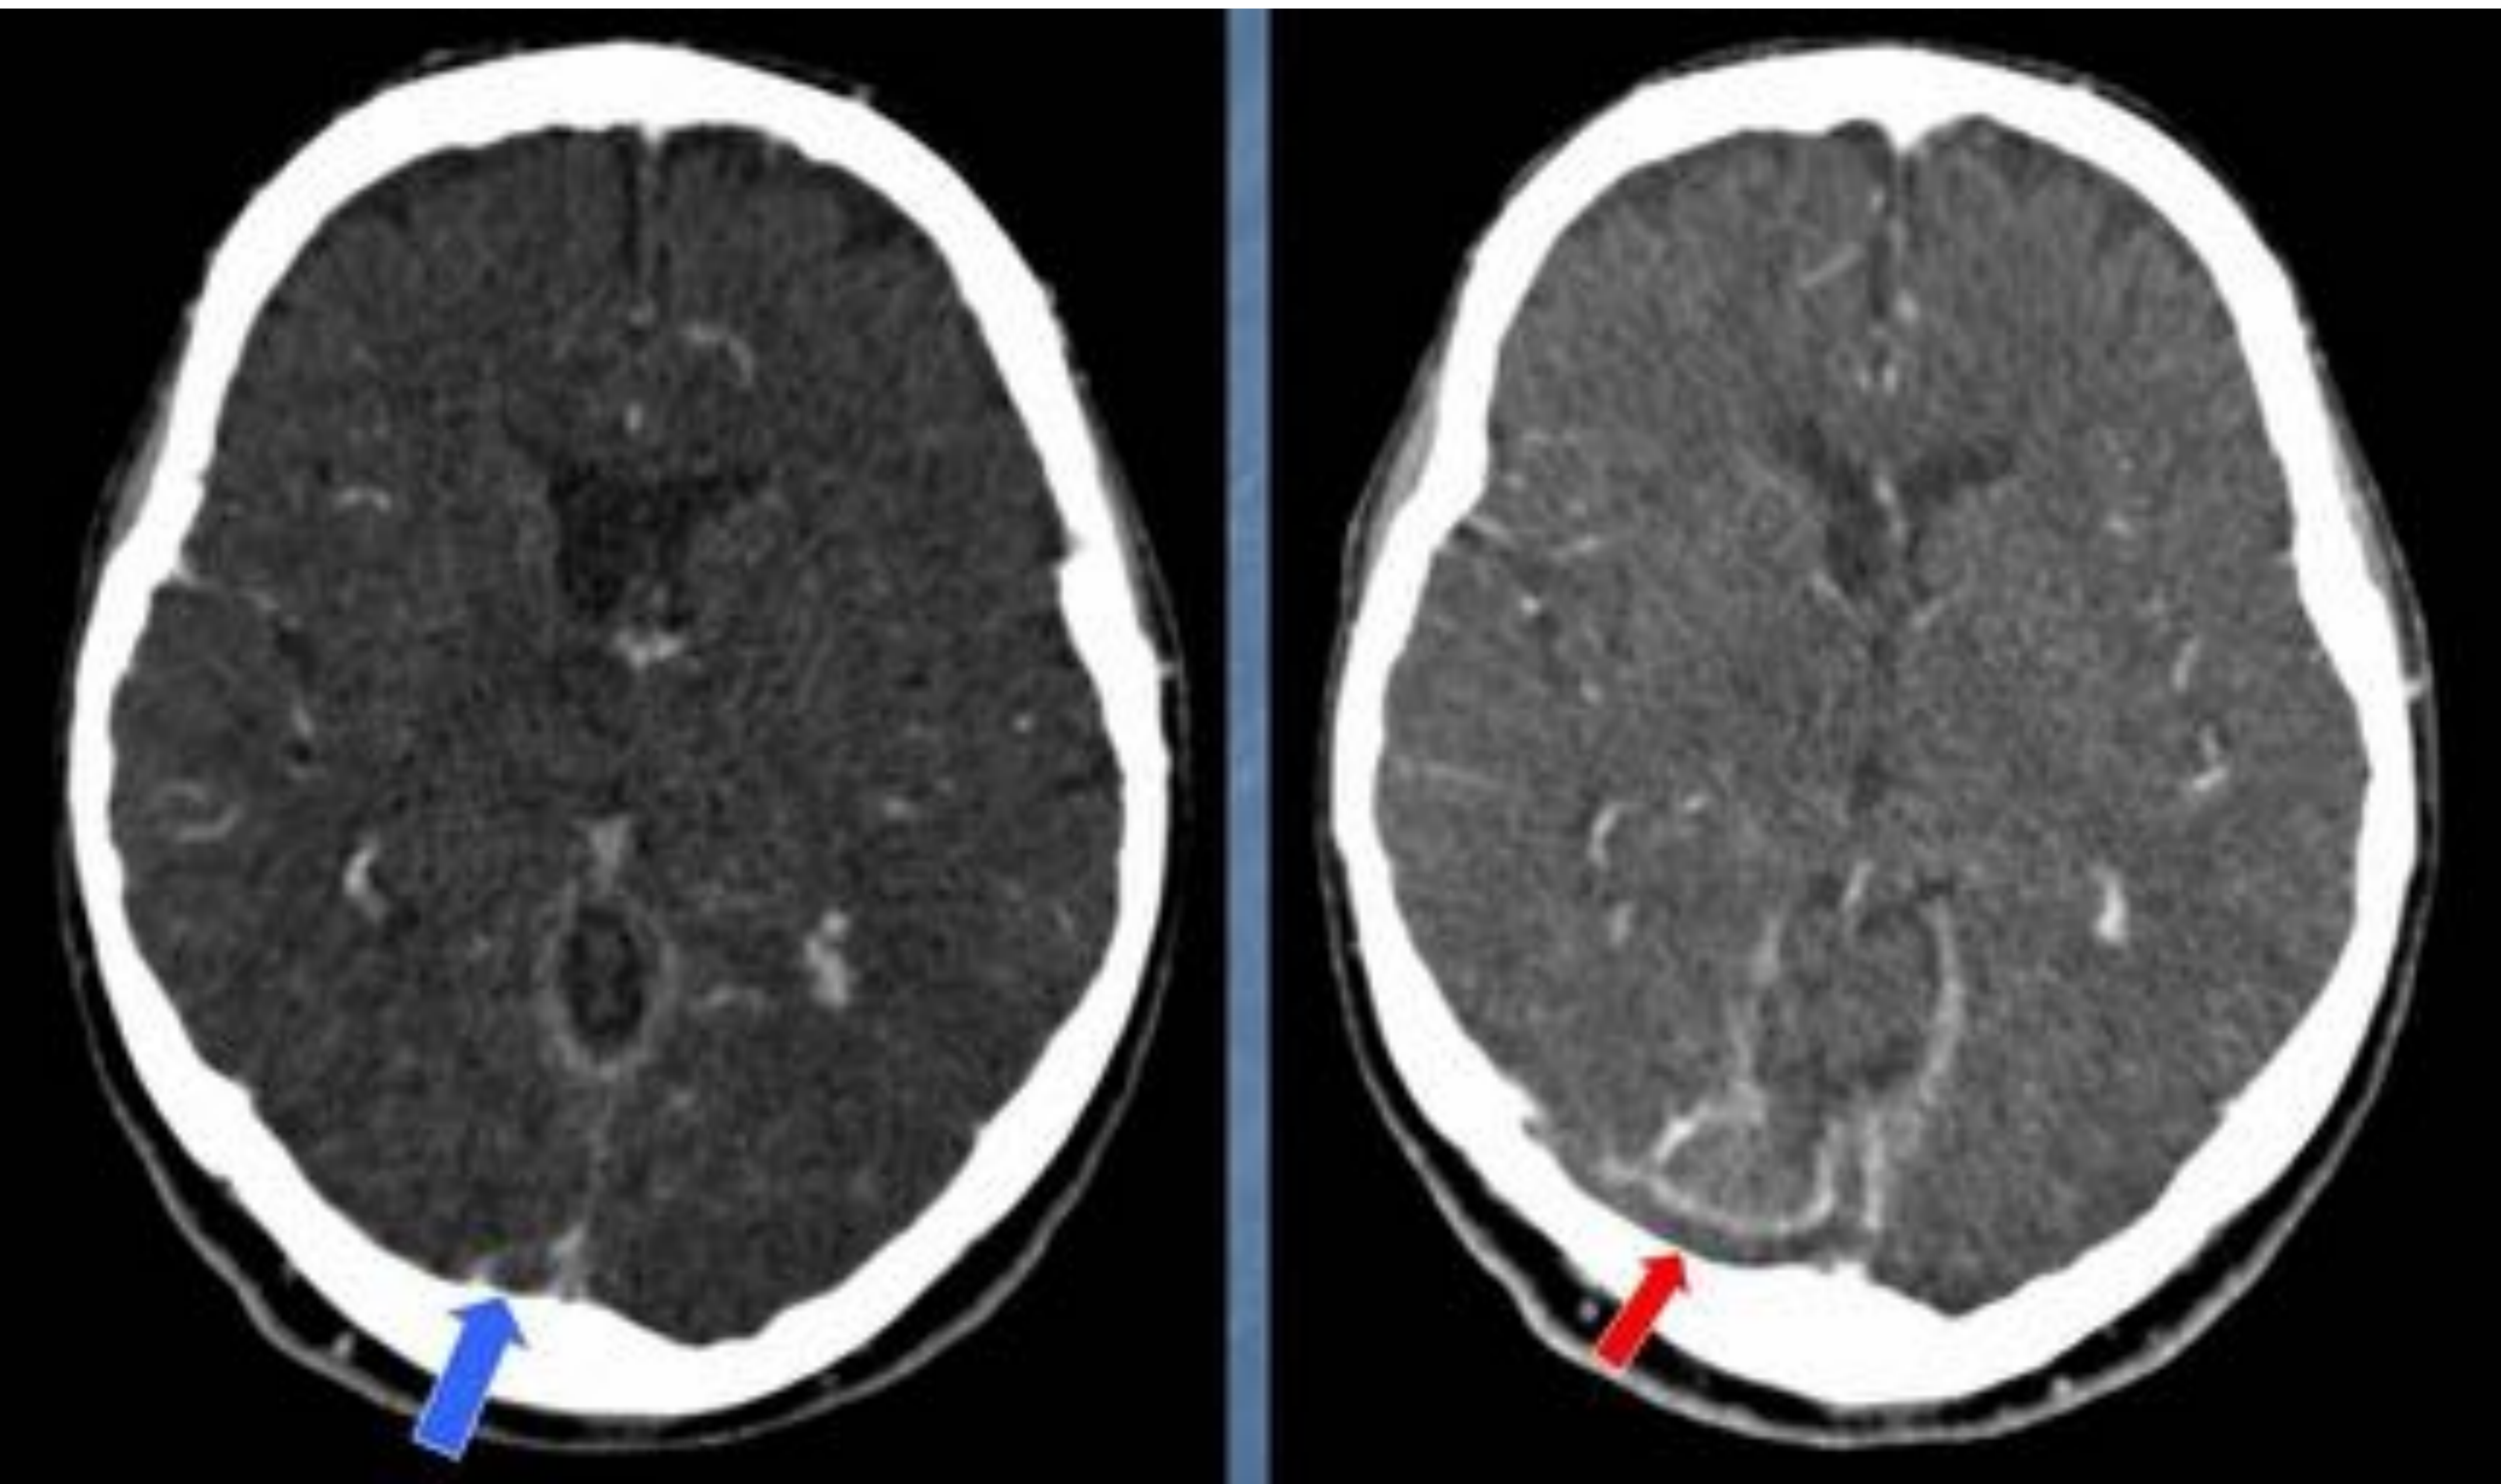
Misma paciente que en la figura 13. La venografía por TC muestra trombosis del seno sagital superior (flecha azul) y del seno transversal derecho (flecha roja).
